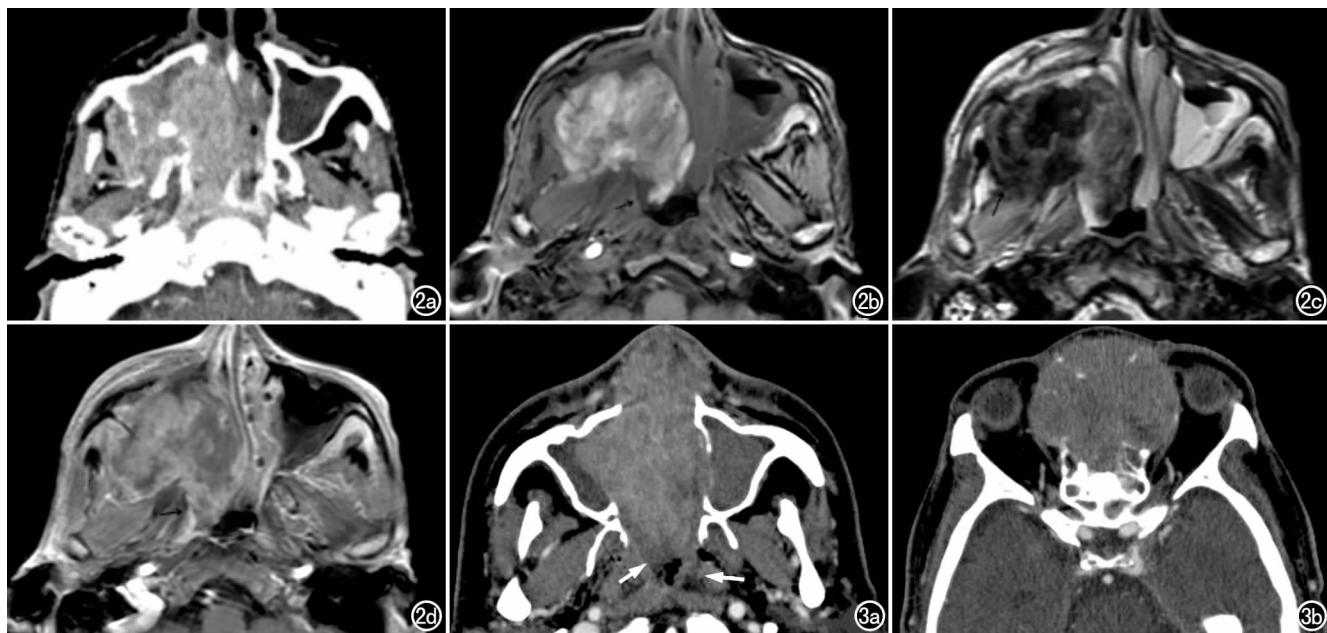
右侧鼻腔恶性黑色素瘤。a) CT 增强扫描示右侧鼻腔及上颌窦内肿瘤不均匀明显强化,肿瘤侵犯颞下窝、翼腭窝及鼻咽部,右侧上颌窦内侧壁及后外侧壁骨质破坏; b) T_1 WI 示肿瘤呈不均匀高信号; c) T_2 WI 示肿瘤呈不均匀低信号; d) 增强扫描示肿瘤不均匀明显强化。图 3 双侧鼻腔恶性黑色素瘤。a) CT 增强扫描示双侧鼻腔、右侧上颌窦内肿瘤不均匀明显强化,破坏双侧上颌窦内侧壁及鼻中隔,肿瘤向前突向鼻前庭,浸润鼻翼皮肤及皮下;向后突向鼻咽部,引起鼻咽部软组织增厚(箭); b) 稍上层面上示肿瘤侵及双侧筛窦,破坏双侧筛骨纸板,局限于骨膜下间隙,推压双侧眼内直肌。
